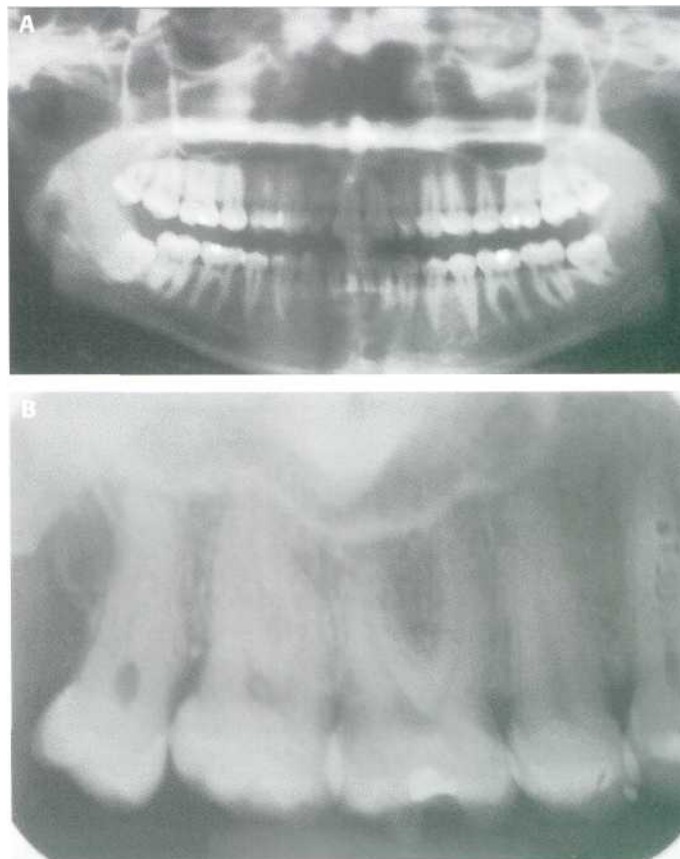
Estudio radiográfico mínimo. (A) Ortopantomografía (B) Radiografía periapical de los molares superiores (1.6, 1.7 y 1.8).
